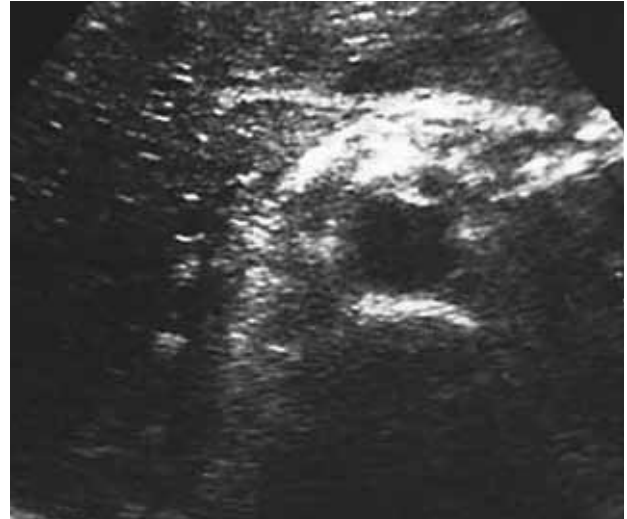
Imagen de la neurólisis del plexo celíaco mediante vía anterior y guiado por ecografía. La imagen blanquecina en paraguas corresponde a la alcoholización.
